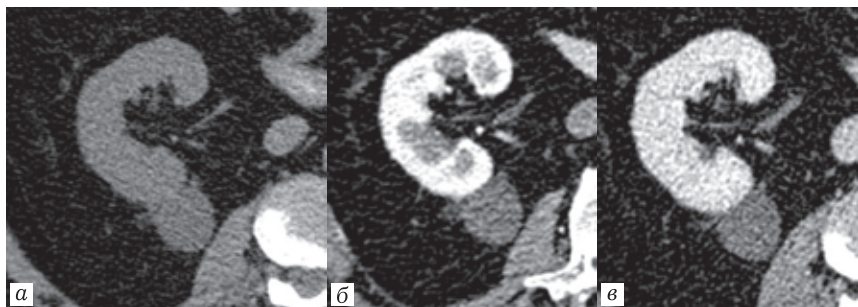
КТ (фрагмент изображения — правая почка) преконтрастное изображение (а), а также в артериальную (б) и нефрографическую (в) фазы контрастирования. Киста Bosniak I.
